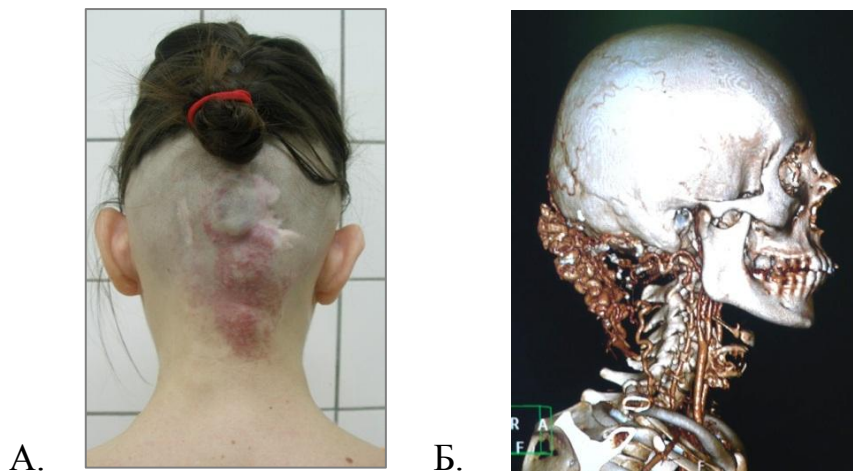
Пациентка О, 27 л. (и/б 3204-2009), с артериовенозной ангиодисплазией затылочной области: при осмотре (А.) и 3D-реконструкция КТ-исследования шеи и головы (Б.).
